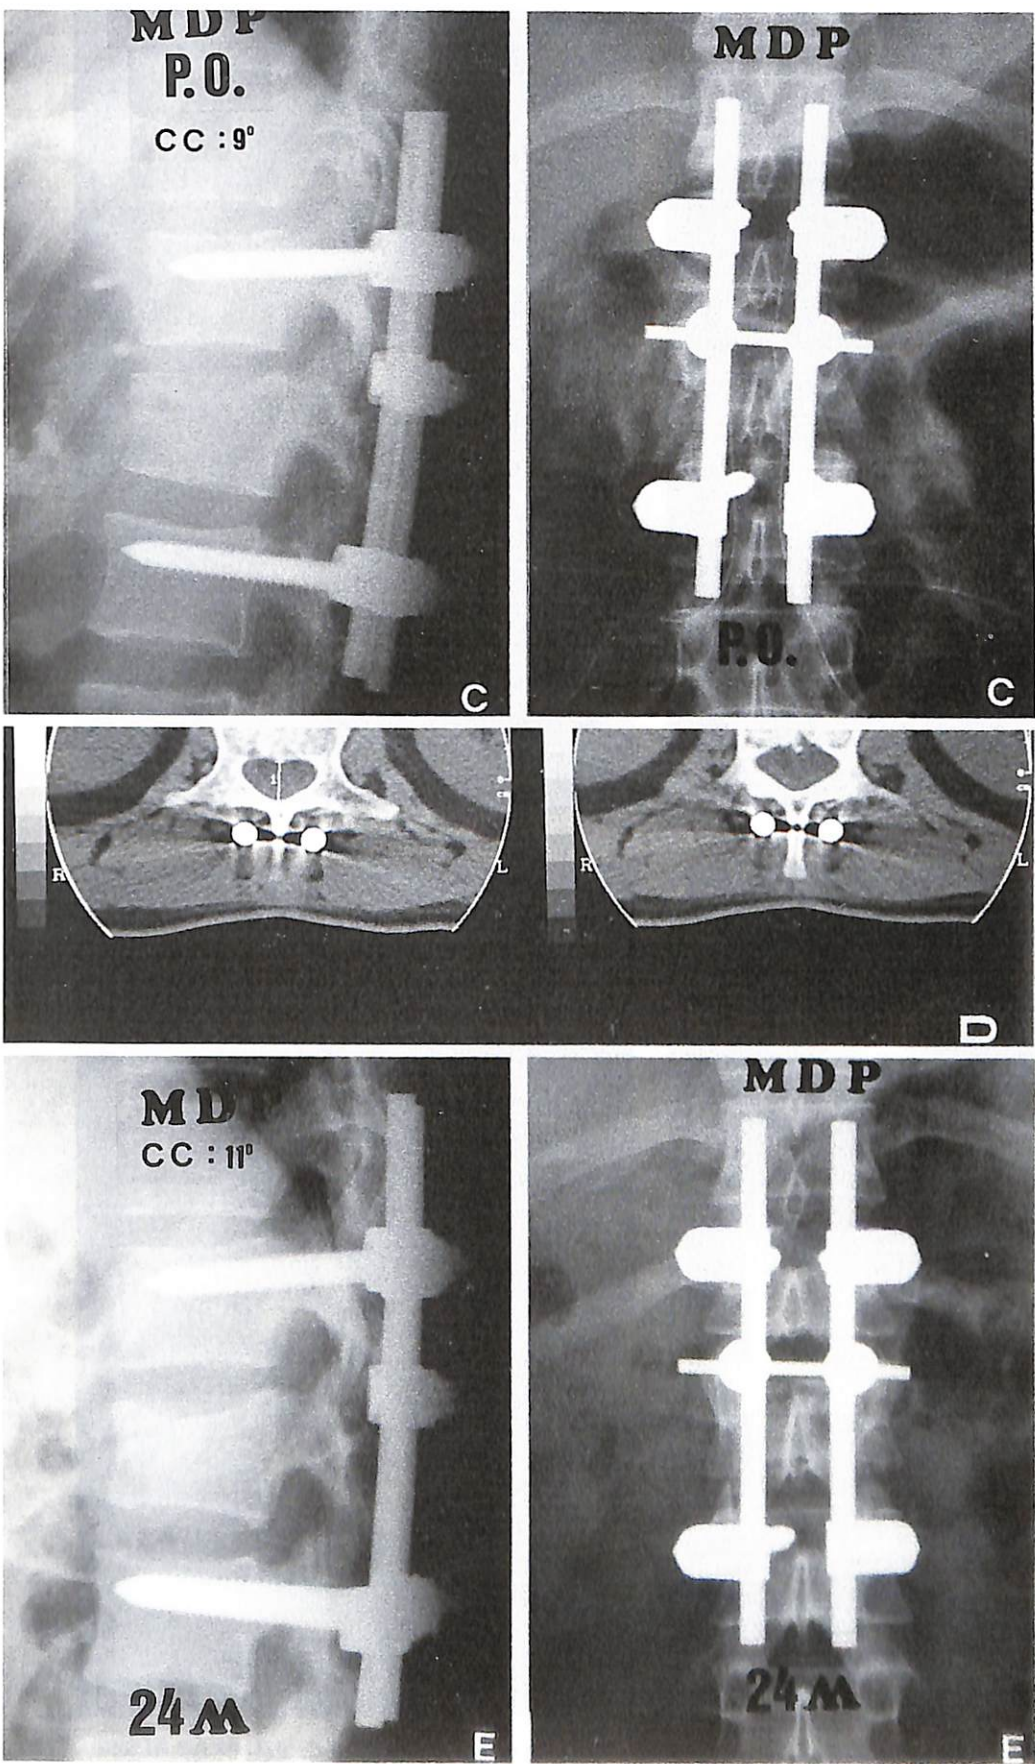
C. Estabilización con fijador universal AO (U.S.S.). D. TAC postoperatoria. E. Control a los 24 meses.
